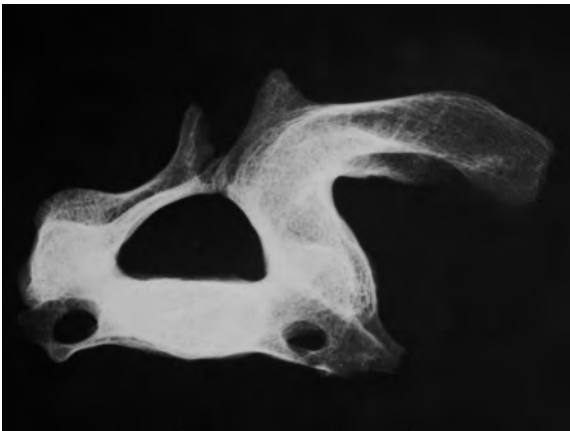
Radiografia de l'esmentada malformació vertebral.
